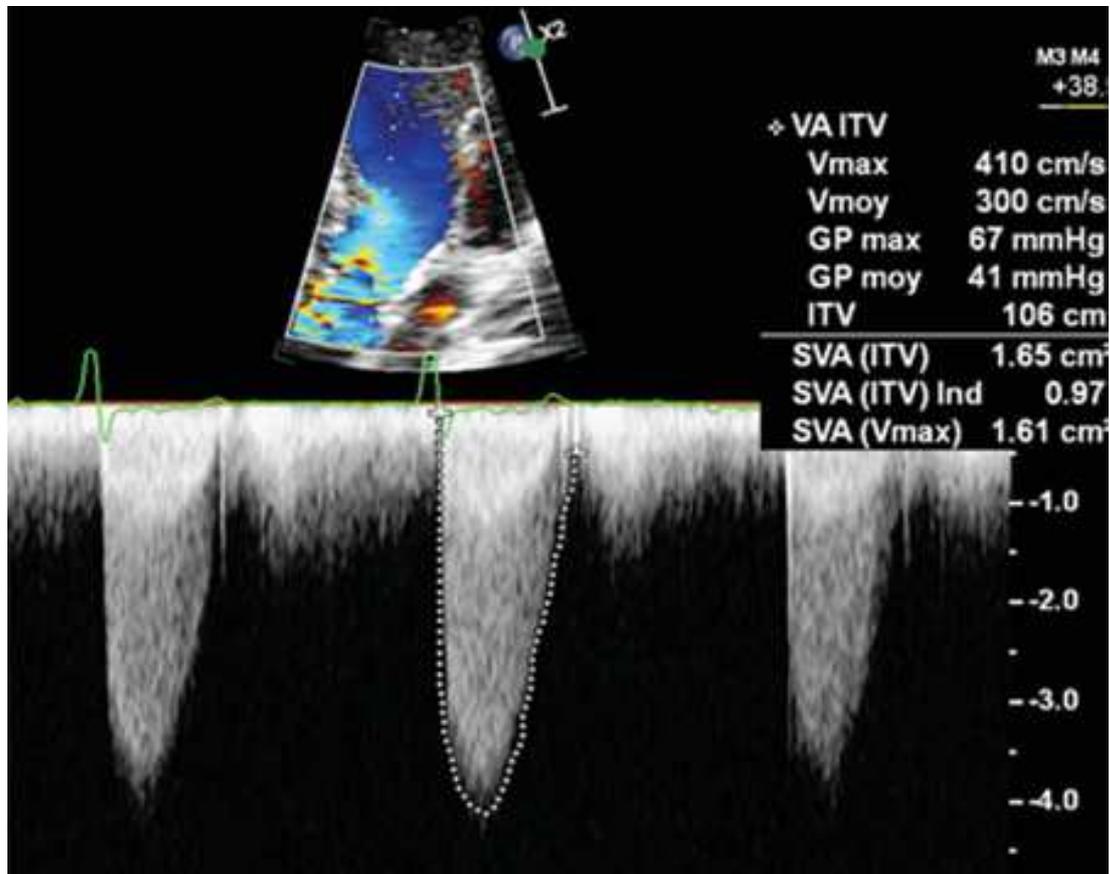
Exemple de mesure de gradient transvalvulaire aortique en doppler continu (ETT)
